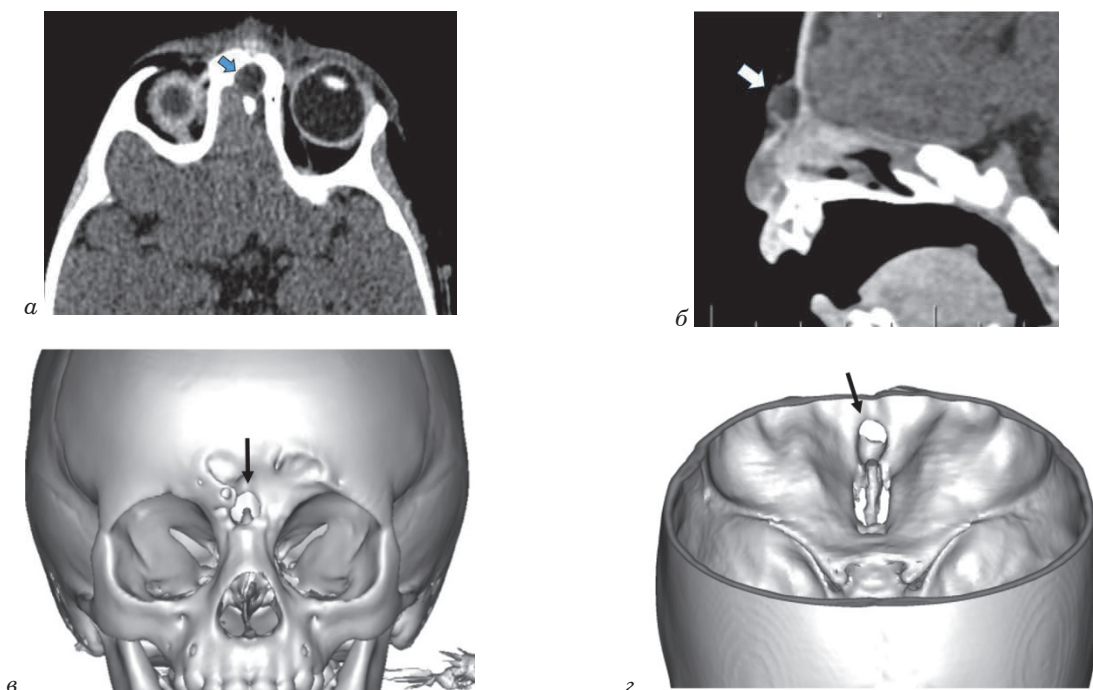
КТ-изображения НФДК: а – интракраниальное экстрадуральное расположение ДК в проекции слепого отверстия; б – экстракраниальное расположение ДК в области лобно-носового родничка; в – 3D-изображение черепа: костный дефект в проекции лобно-носового родничка, деструкция прилежащих отделов лобно-орбитальной области вследствие инфекционного расплавления стенок ДК, формирования субпериостального абсцесса с распространением в область крыши левой глазницы; г – 3D-КТ того же пациента – вид костного дефекта со стороны полости черепа – характеристики дефекта аналогичны фронто-назальному энцефалоцеле
